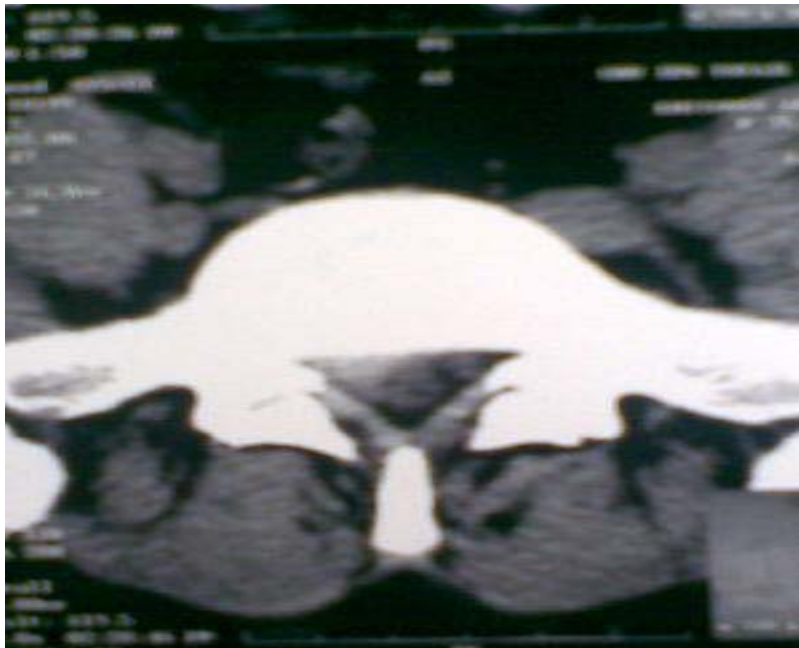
TDM lombosacrée en coupe axiale montrant une grosse hernie discale L5-S1 postéro latérale droite.
